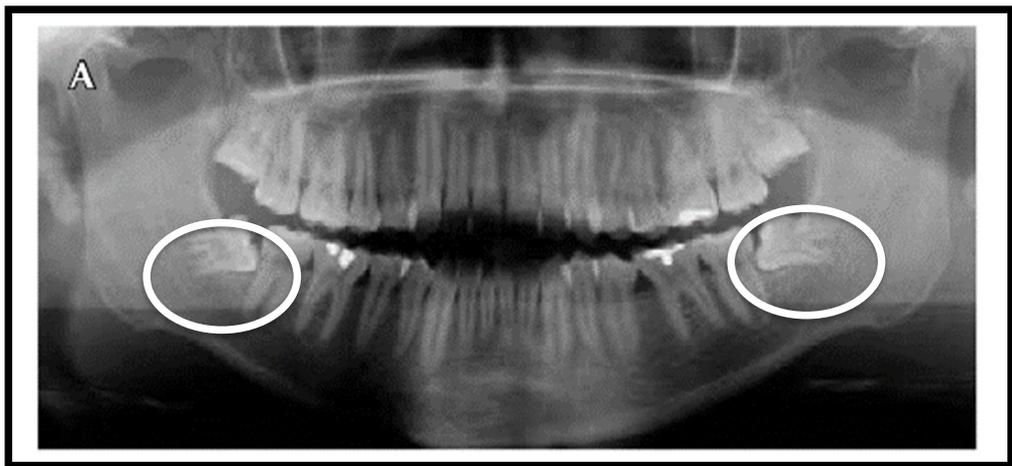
A) Radiografía panorámica de terceras molares inferiores
